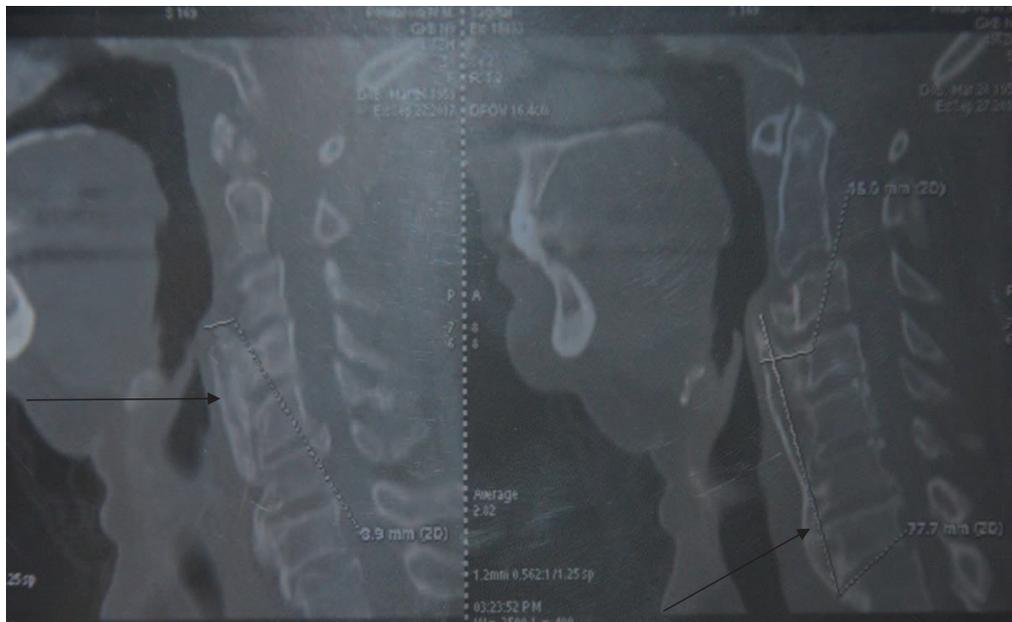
Компьютерная томограмма шейного отдела позвоночника в боковой проекции. Стрелками указаны костные разрастания передней продольной связки, сливающиеся между собой в вертикальном направлении, образуя массив длиной 77,7 мм, шириной до 16,0 мм
